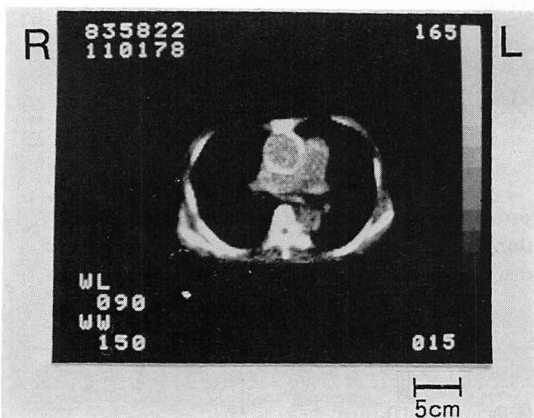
CT and UCT at the level of 5th i.c.s. from a 32-year-old female with aortic insufficiency.
